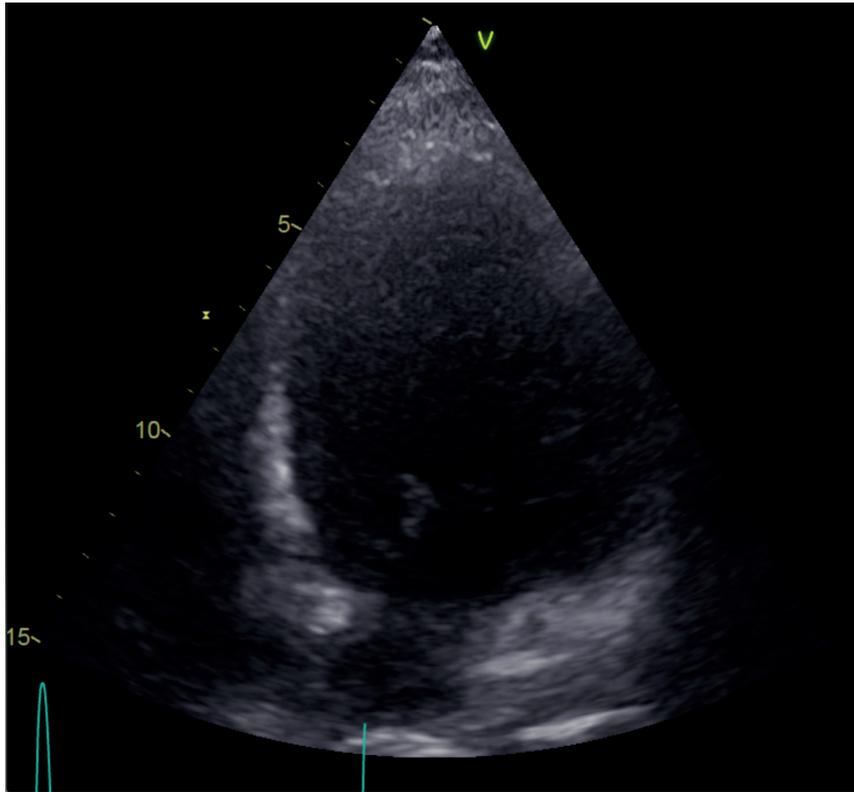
Ecocardiografía transtorácica vista apical de cuatro cámaras que evidencia ventrículo dilatado en diástole
